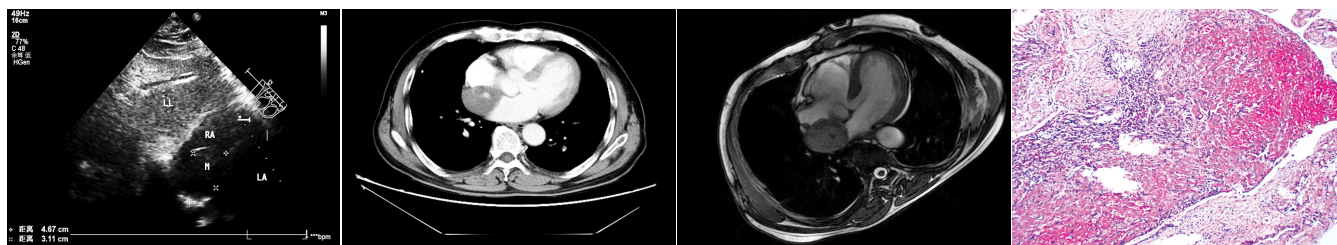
TTE示右房顶部、房间隔上份、图2 增强CT扫描示右房病灶内见上腔静脉入口处见一实性团块(LL: 一结节状明显强化影左肝; RA: 右房; LA: 左房; M: 肿块)
